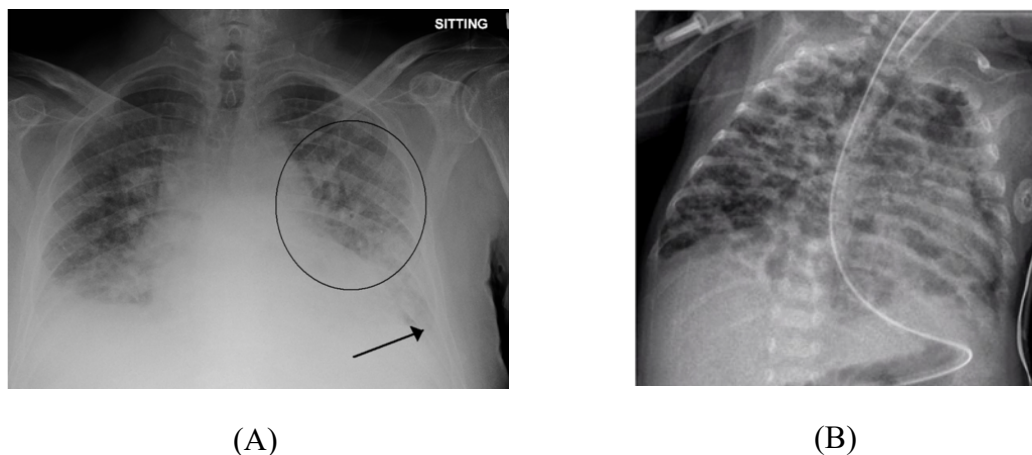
Radiografia de recém-nascido com destaque para o edema (A) e para a inflamação (B) em árvore brônquica decorrentes de ventilação mecânica. Fonte: Rajiah, 2015¹⁹
